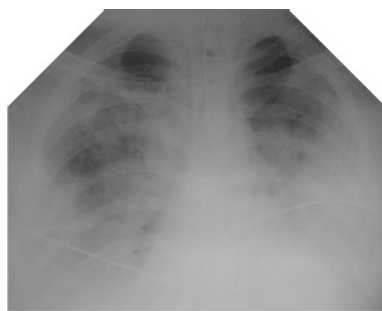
Оглядова рентгенограма пацієнта Ш. 7 доба лікування.
